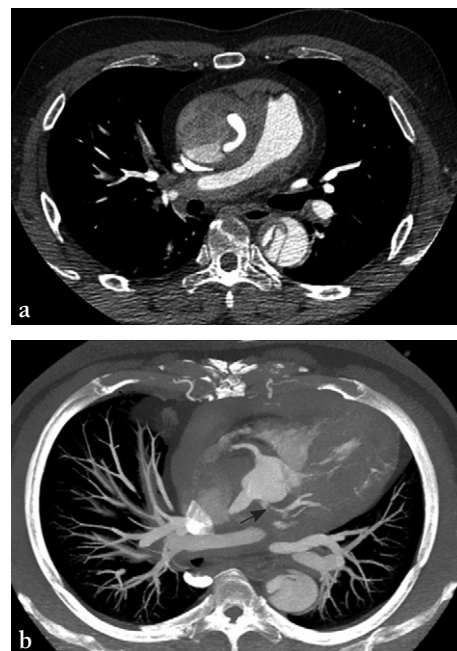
Dissection de l'aorte et des artères pulmonaires : patient de 58 ans, douleur thoracique aiguë avec état de choc. TDM injectée en coupe axiale (a, b)
